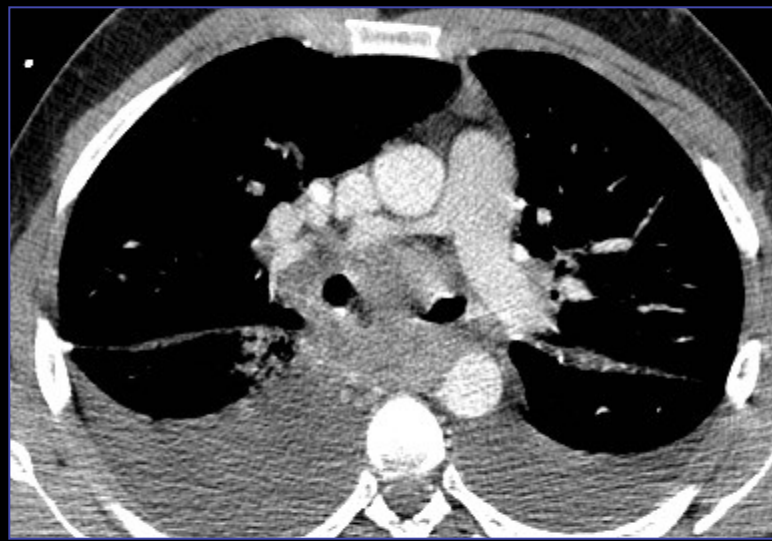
Cortes axiales de TC de tórax con CIV.
